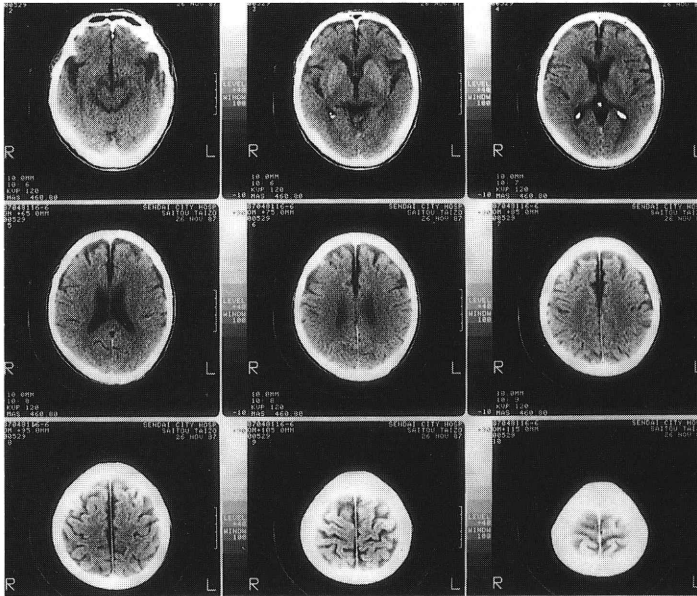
CT scans of the head. CT scans show a mild diffuse cerebral atrophy, slightly more in the frontal lobe.
